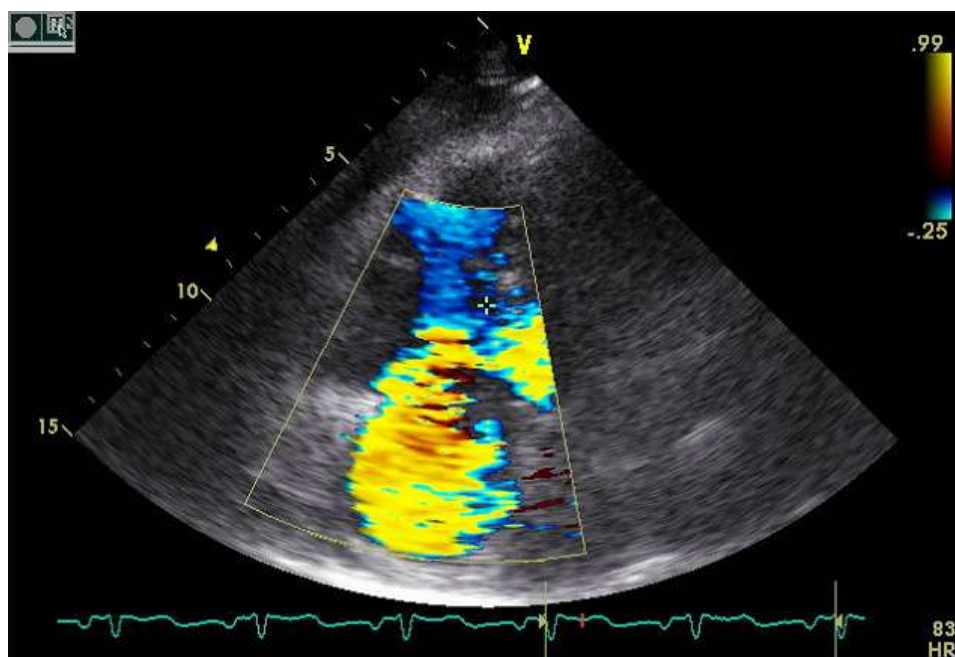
IT de grade III, en Doppler couleur (coupe apicale 4 cavités).
